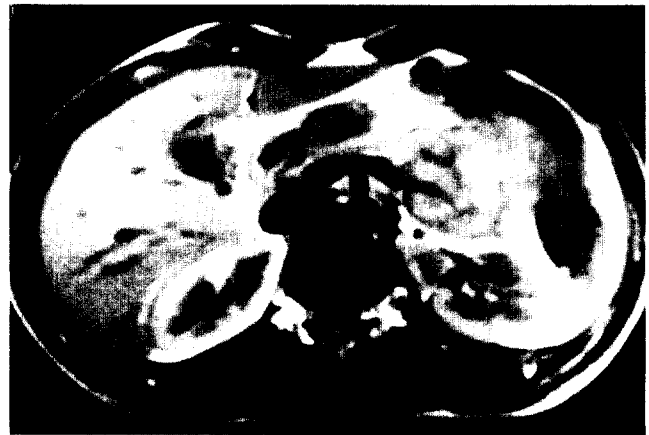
T1-weighted MR image of the normal kidney. The signal intensity of renal medulla is lower than that of the renal cortex resulting in corticomedullary differentiation.
